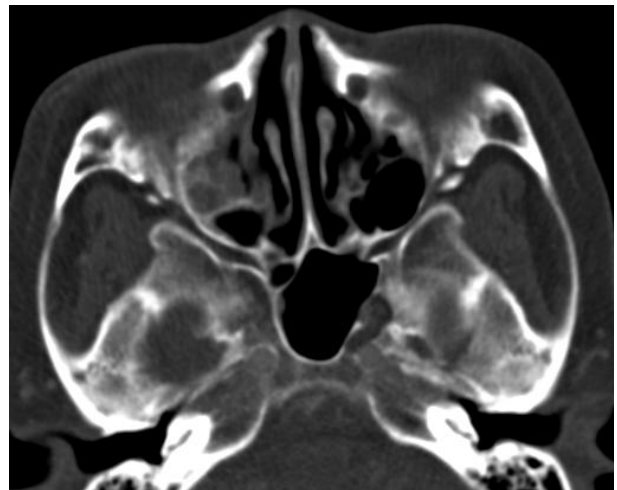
Paranasal CT image shows the soft-tissue density and bone loss at the right maxillary sinus.
